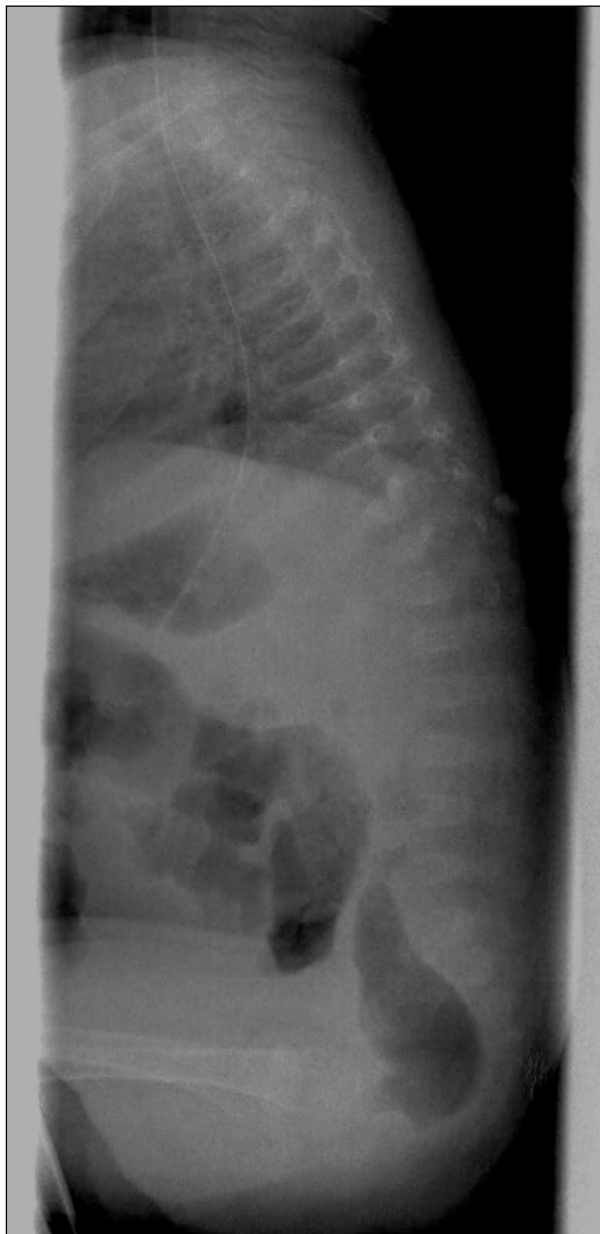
Radiografía lateral de columna en niño osteopénico, con bajo peso al nacer: escasa densidad ósea, con vertebras aplanadas en forma de cuña anteroposteriormente y cifosis lumbar.
